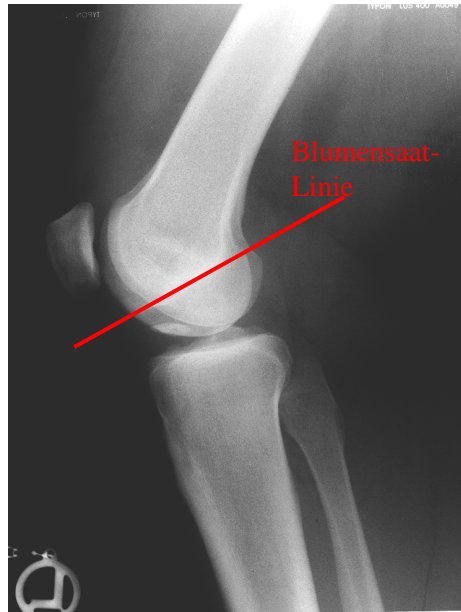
a Bestimmung der Patellahöhe am Röntgenbild mittels der Blumensaat-Methode.
